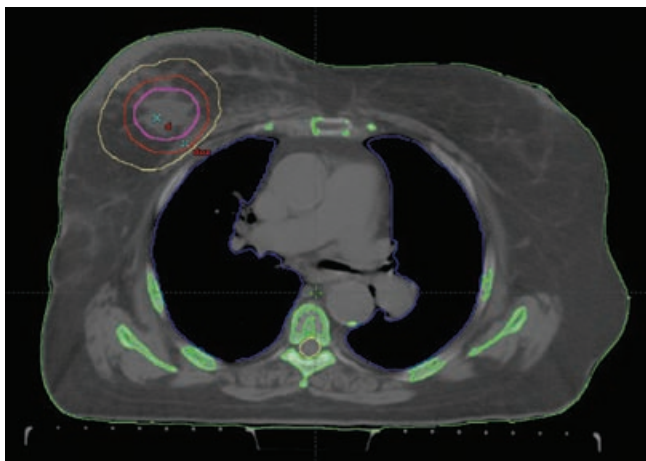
Этап оконтуривания. На КТ-срезах – рентгеноконтрастная клипса, GTV, CTV и PTV
